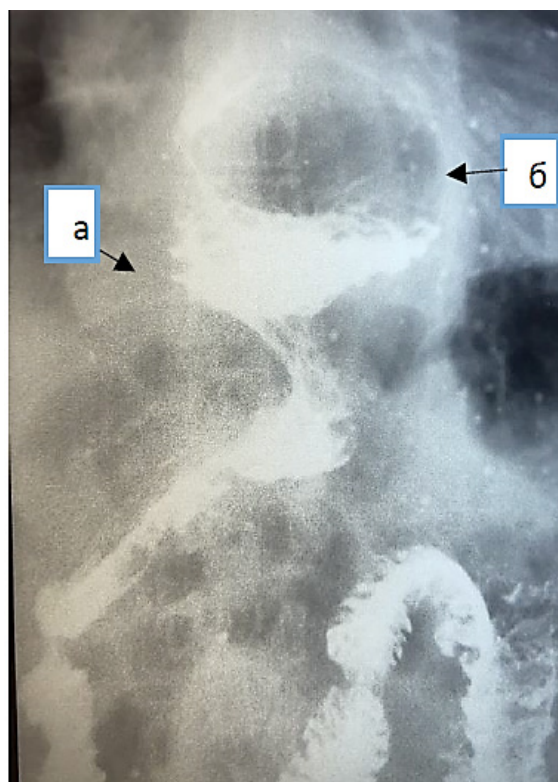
Рентгенограмма пищевода и желудка больной 60 лет с аксиальной кардиофундальной ГПОД и коротким пищеводом I степени (а-диафрагма, б-дно желудка)
